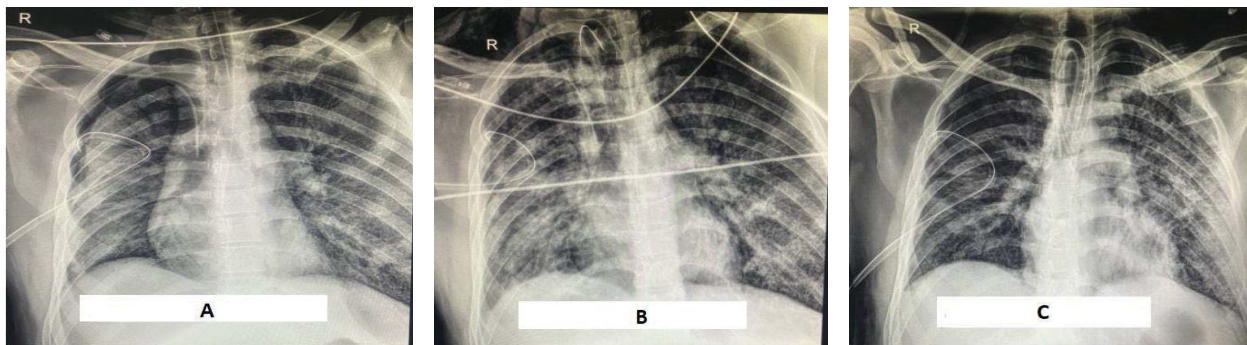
Рентгенологічні знімки пацієнта з COVID-19 з клінічного випадку №3: стан на момент госпіталізації (А), на першу добу після введення ВВІГ (В), на сьому добу після введення ВВІГ (С).
